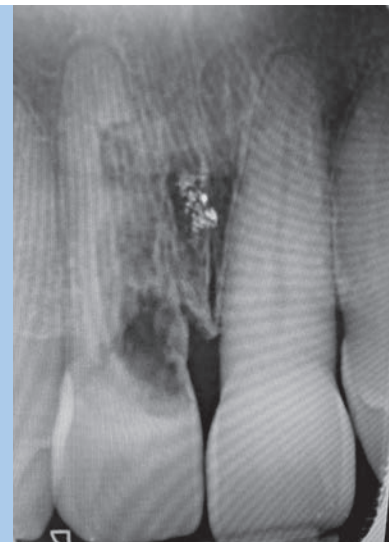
Radiografía de inicio.
